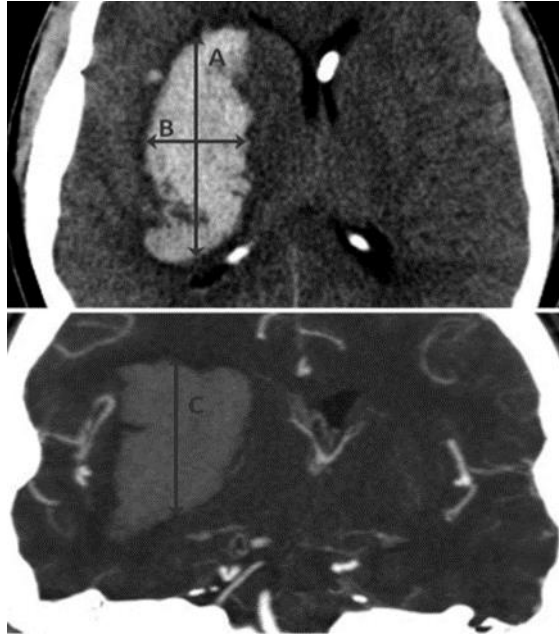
Volumul hematomului este calculat în baza examenului CT cu ajutorul formulei: $\text{volum} = (A*B*C)/2$ [86]
